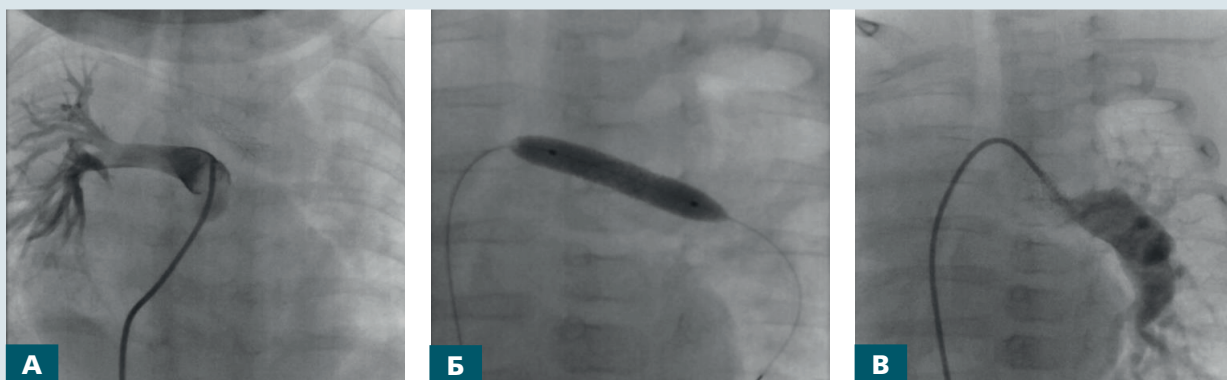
Пацієнт X., який потребував балонної стентопластики через 3,5 міс після втручання. Рентгенангіографічне зображення: А – права гілка легеневої артерії, що заповнюється антеградно; Б – балонна ангиопластика стентованої відкритої артеріальної протоки; В – ліва гілка легеневої артерії, що заповнюється через стентовану відкриту артеріальну протоку
